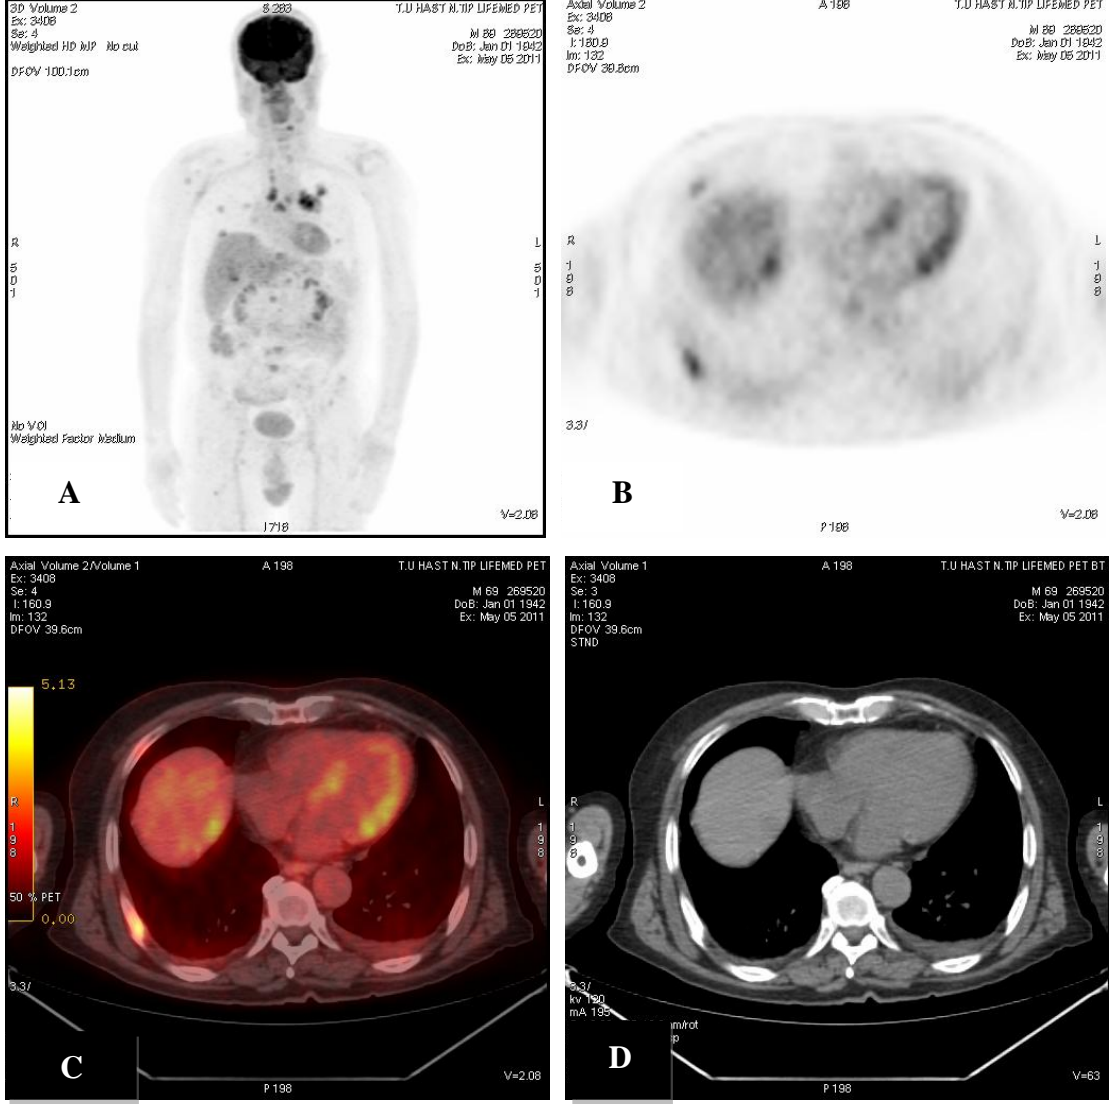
Küçük hücreli dışı akciğer kanseri tanılı 48 yaşında erkek hastada primer tümör: A-Tüm vücut pozitron emisyon tomografisi görüntüsü, B-Aksial pozitron emisyon tomografisi görüntüsü, C-Aksiyal pozitron emisyon tomografisi füzyon görüntüsü, D-Aksial bilgisayarlı tomografi görüntüsü.
